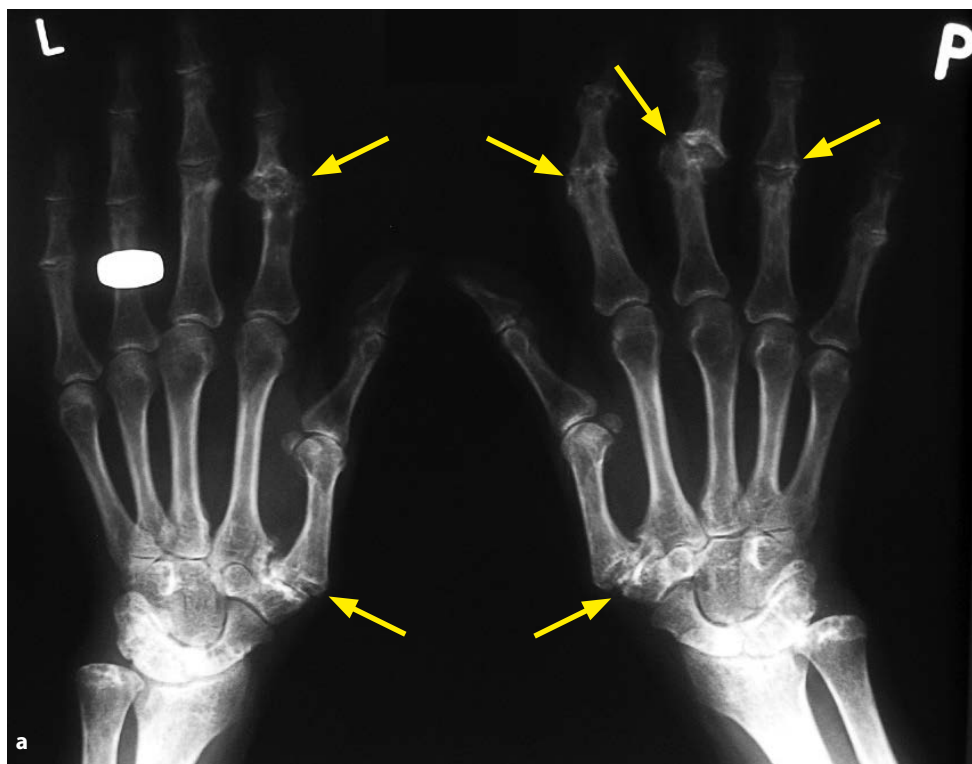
Symptomatic polyarthritis of both hands, 63 years: a. X-rays proved bilateral rhizarthritis, destruction in the proximal interphalangeal (PIP) joints of the 2nd fingers of both hands and in the PIP joint of the 3rd finger of the R hand with ulnar subluxation – arrows.
